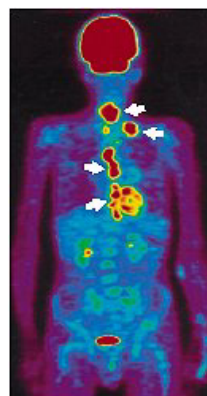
FDG による PET 画像 (参考:²⁾)
